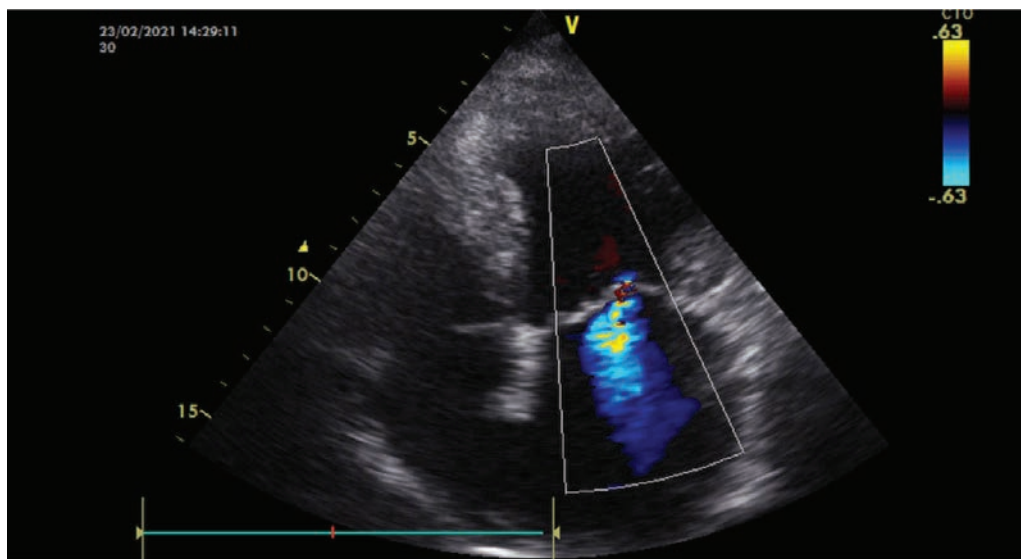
Ecocardiografie 2D + Doppler Color.
